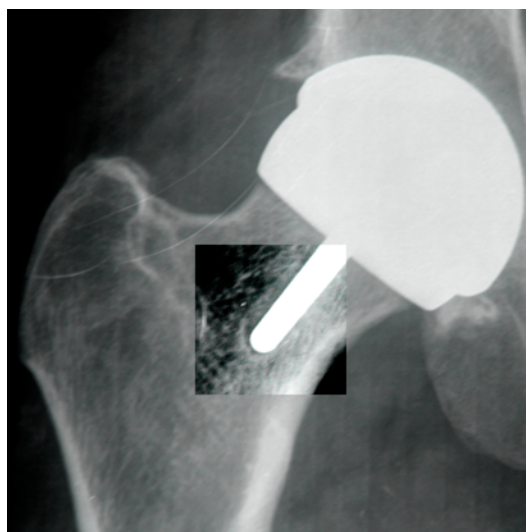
Das Röntgenbild einer chronisch biomechanischen Fraktur mit Implantatlockerung ist charakterisiert durch Freiräume um den Prothesenschaft herum. Der Patient äußerte bereits nach zwei Monaten persistierende Hüftschmerzen. Fraktur nach 337 Tagen.
